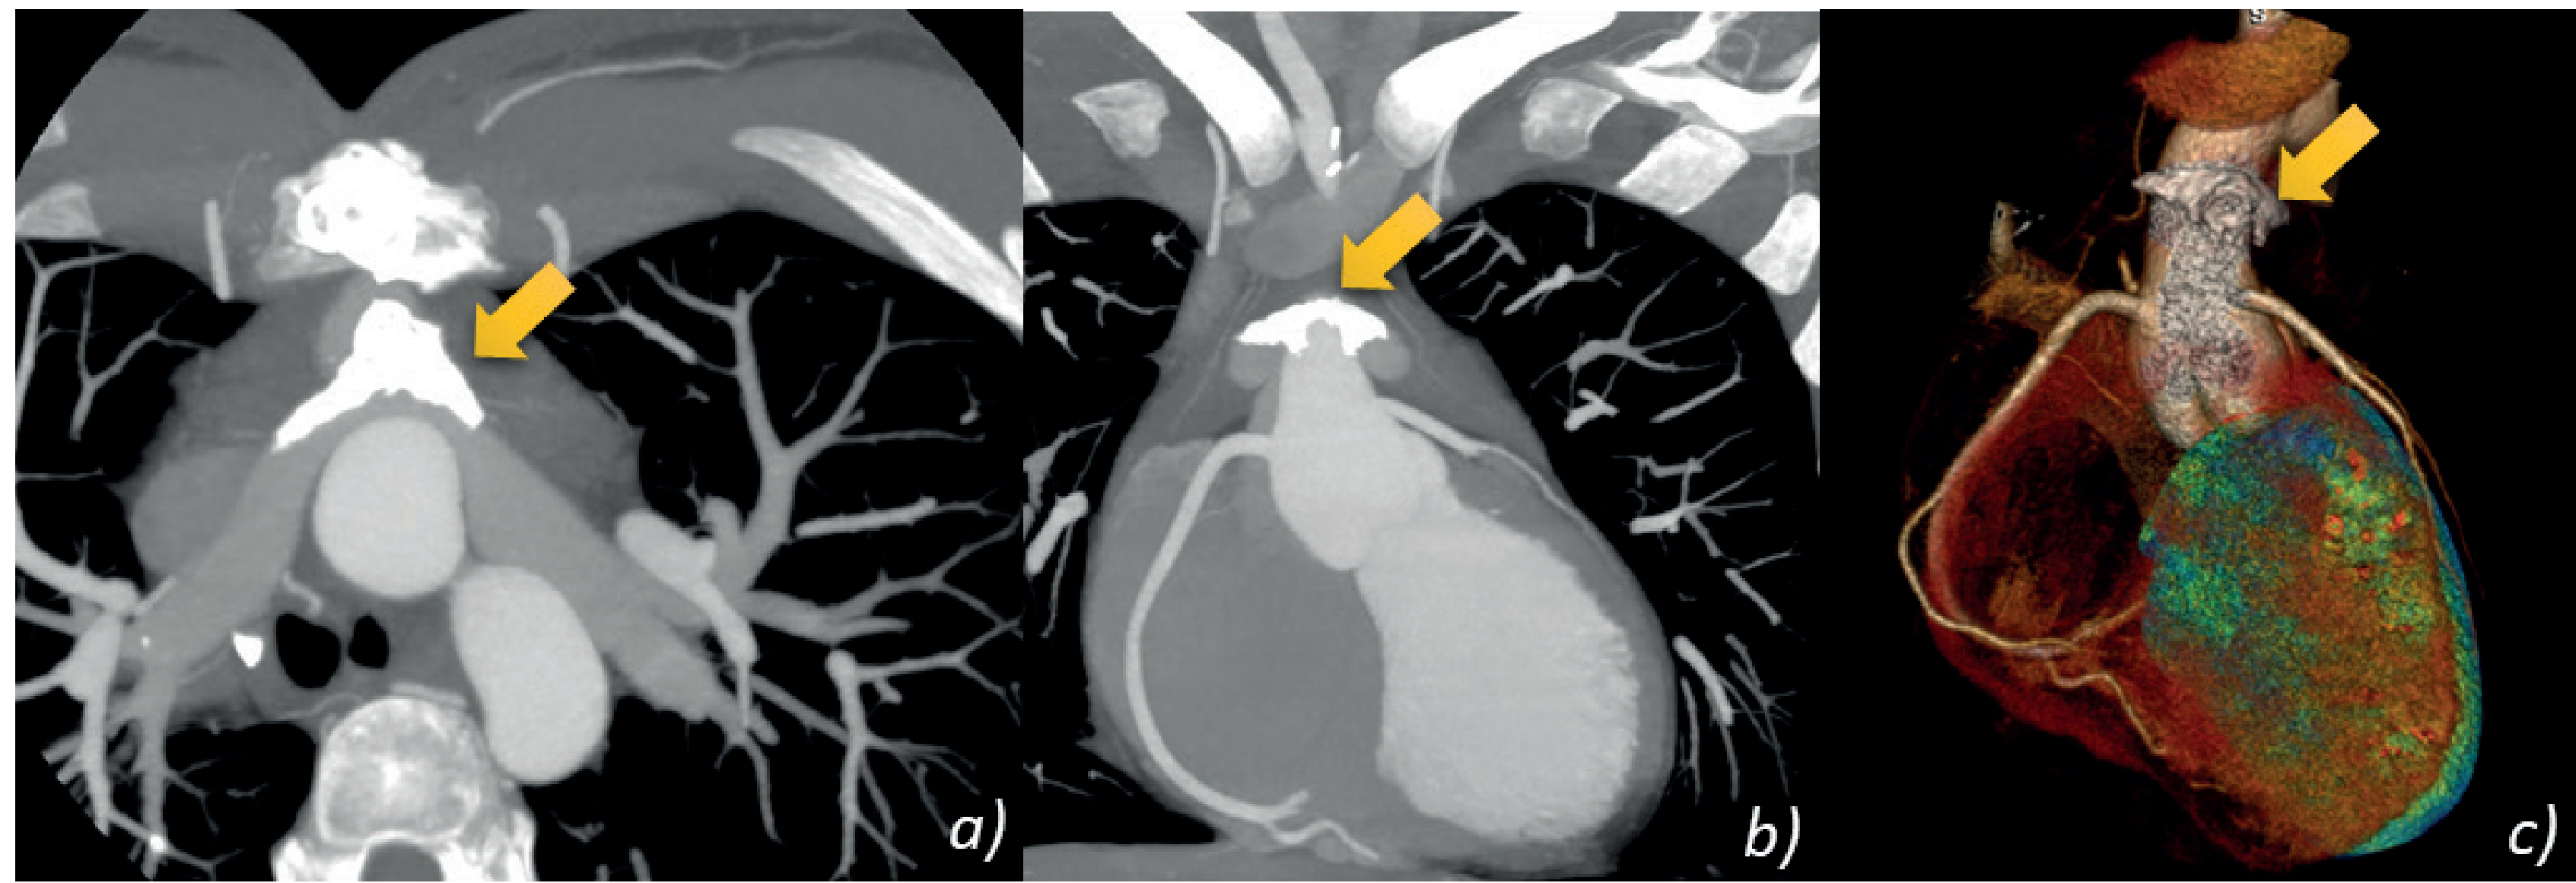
Examen de CTA multiplanar donde se observa el homoiinjerto calcificado (flecha amarilla): a. Plano axial; b. Plano coronal; c. reconstrucción tridimensional
